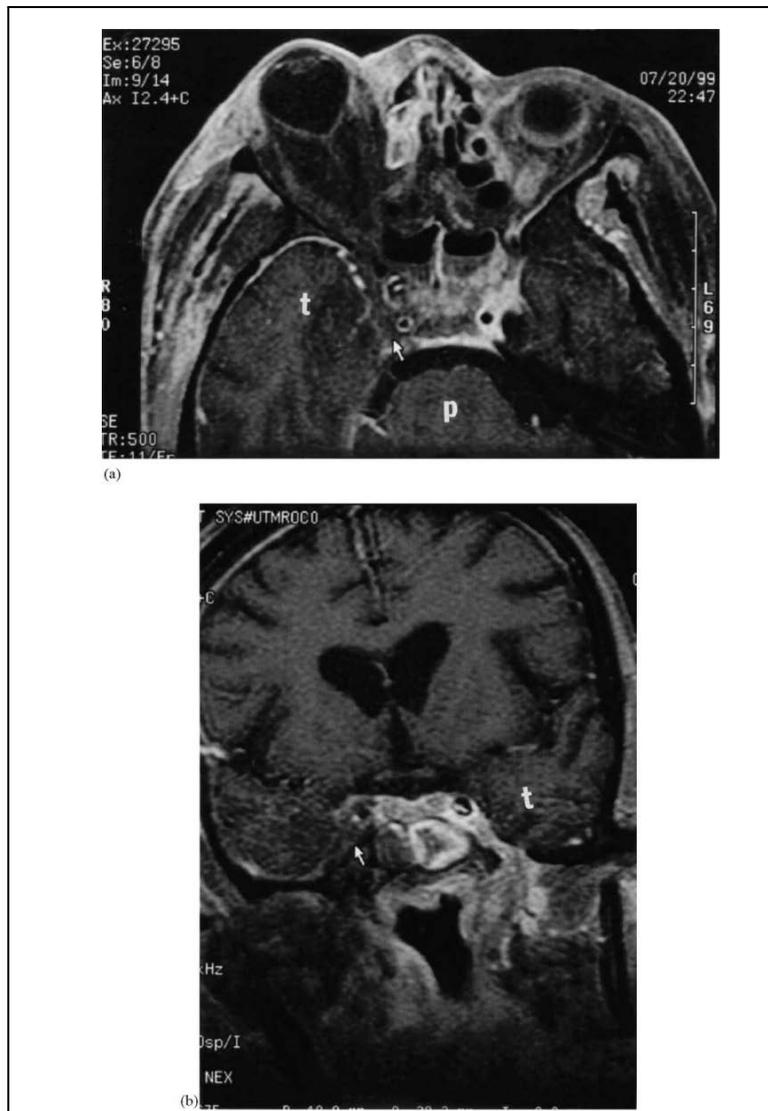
IRM cérébrale avec injection de gadolinium (coupe coronale)
